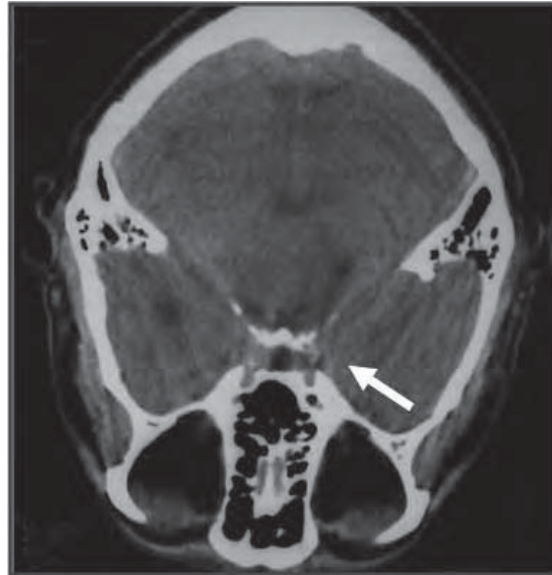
/13.- TAC de cráneo. Mismo caso de la Fig. 73/12. Hernia del uncus del hipocampo del mismo lado de la lesión.
